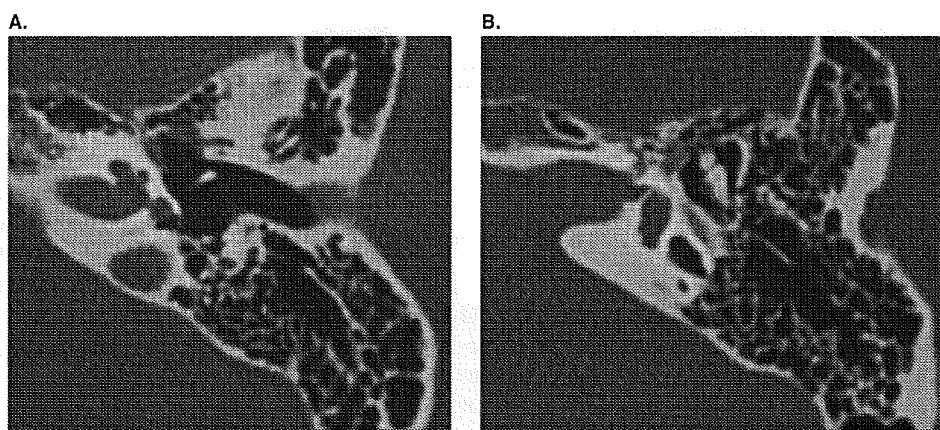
HRCT of the right ear in the axial plane. Both ears had findings typically seen in BOR cases: (a) the hypoplastic apical turn of the cochlea, the fundus of the internal auditory canal was wide, the lamina cribrosa was hypoplastic and no bony structure was seen; (b) the funnel-shaped internal auditory canal (IAC).
